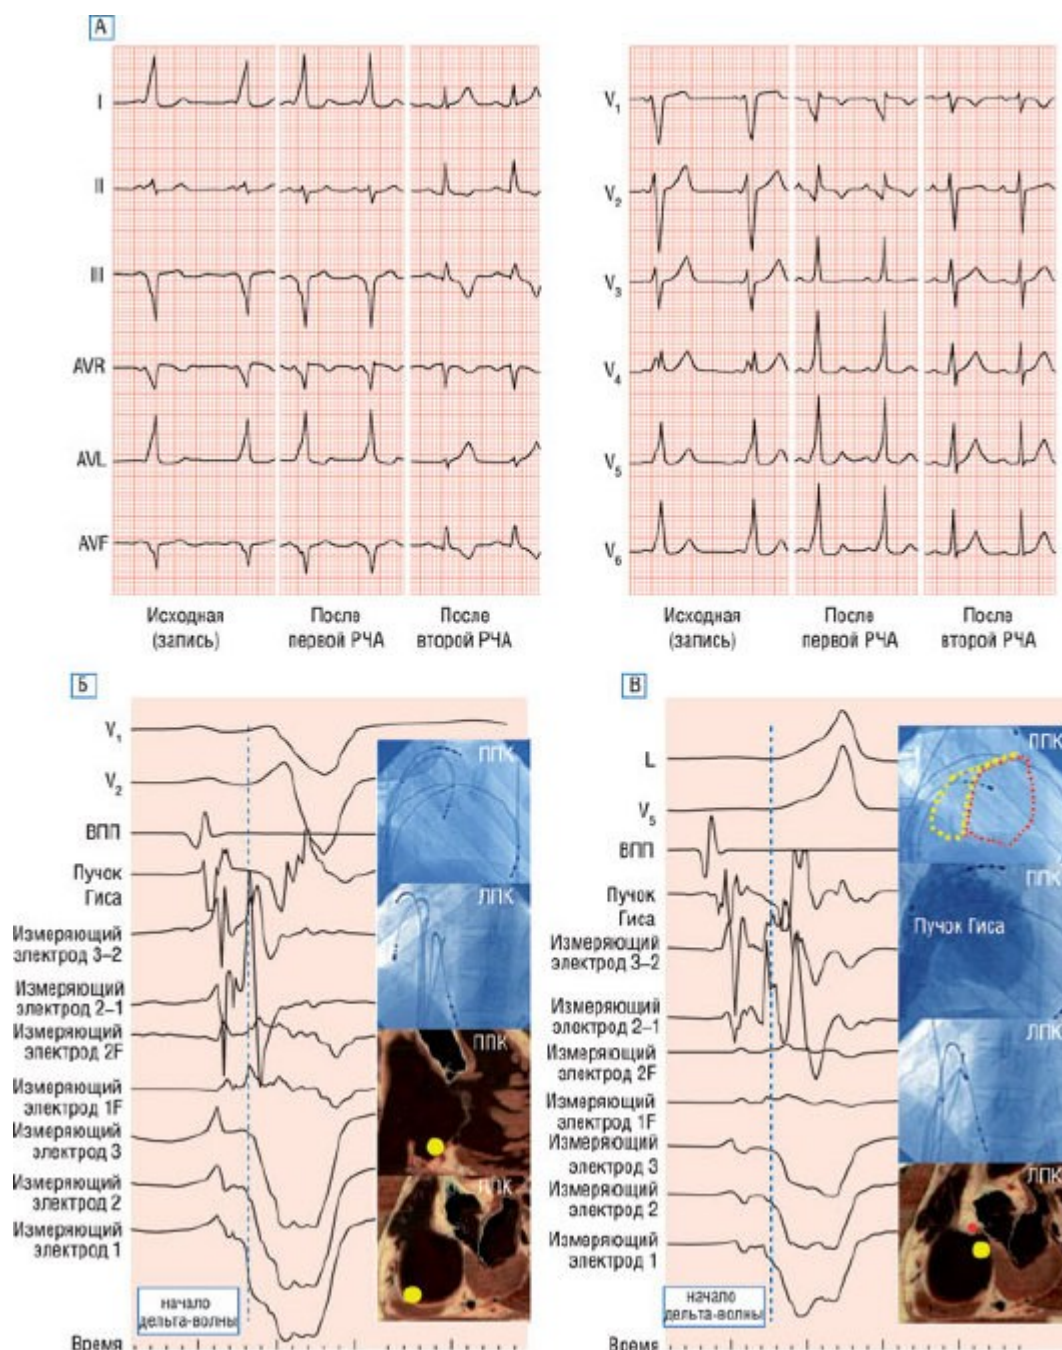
А - ЭКГ пациента с аномалией Эбштейна с атипичной картиной WPW (базального) вследствие АВ-правого нижнего ДПП. После абляции этого ДПП возникла другая картина предвозбуждения (после первой РЧА), сходная с начальной во фронтальных отведениях, но достаточно различная в прекардиальных отведениях. Этот другой ДПП был локализован септально и разрушен при РЧА. Обратите внимание на нормальные интервал P-R и ширину комплекса QRS после этой абляции (после второй РЧА) и на то, что зубцы Т в нижних отведениях инвертированы вследствие электрической памяти сердца. Б - электрограммы в месте абляции правого нижнего ДПП. Отведения V1 и V2 зарегистрированы совместно с внутрисердечными отведениями из верхних отделов ПП (ВПП), пучка Гиса и зонда-электрода. Рентгеновские изображения в правой и левой боковой позиции приведены совместно с анатомическими срезами в правой и левой боковой позиции [14]. В - запись в месте абляции второго ДПП (локализованного септально). На правой предсердной ангиограмме обратите внимание на смещение трикуспидального клапана вниз, как проявление аномалии Эбштейна. Наложенный на изображение катетеров в правой боковой позиции теоретический треугольник Коха выделен желтым, в то время как септальная створка трикуспидального клапана, смещенная дистально, показана коричневым. Расположение пучка Гиса (красная точка) выше места абляции этого второго ДПП (желтый
